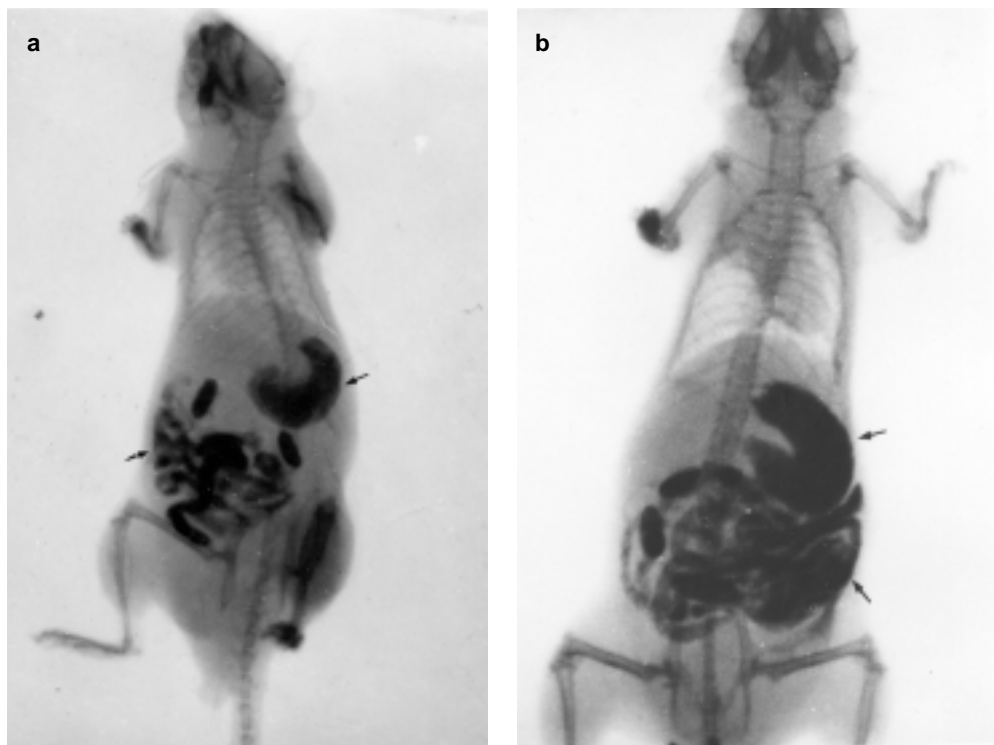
Radiografías de los ratones con 4 meses de infección que muestran dilatación del estómago y del colon (→). a. Con el aislado DmI y b. Con el aislado EP de *T. cruzi*.
